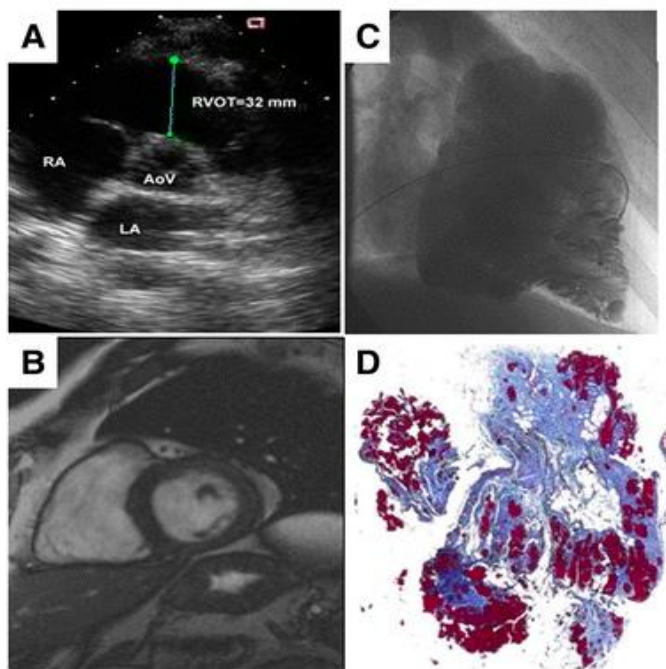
A, B, C: ecocardiografia, RM e angiografia dimostrano dilatazioni del VD e aneurismi. D: caratterizzazione tissutale tramite biopsia endomiocardica.²⁹
